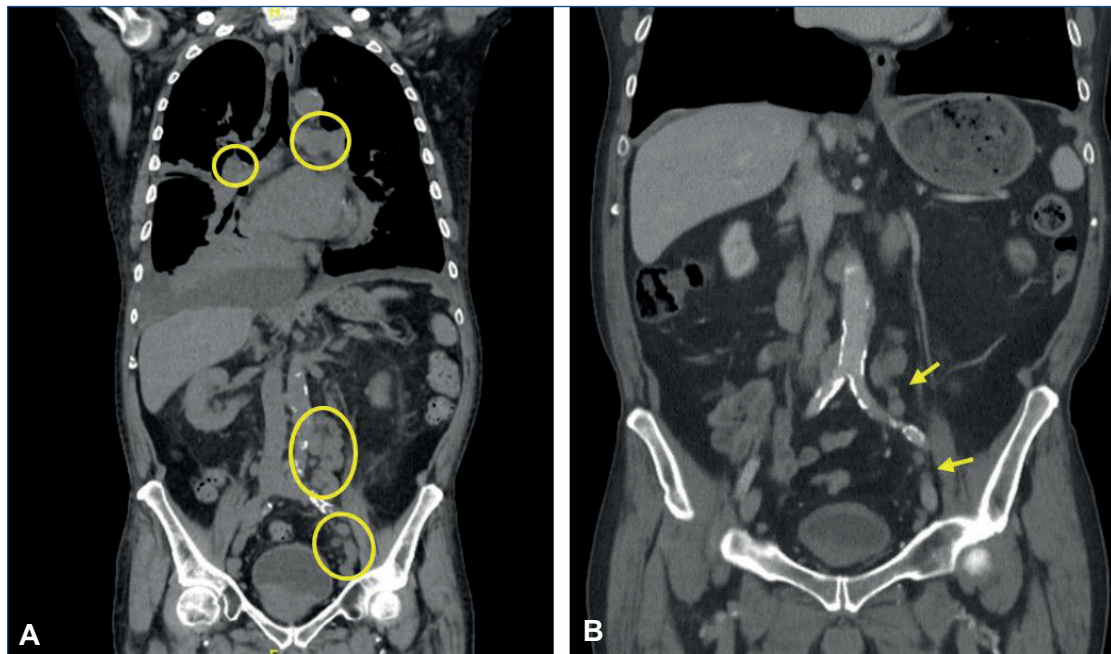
Imágenes de tomografía computarizada (TC). A) TC realizada en el momento del diagnóstico, antes de la administración de siltuximab. Señaladas con círculos se observan adenopatías en múltiples localizaciones: mediastino, iliacas bilaterales e inguinales bilaterales. B) TC de control realizada 6 meses tras haber iniciado el tratamiento con siltuximab. Señalada con flechas se observa una disminución significativa del tamaño de las adenopatías respecto a la TC previa.
